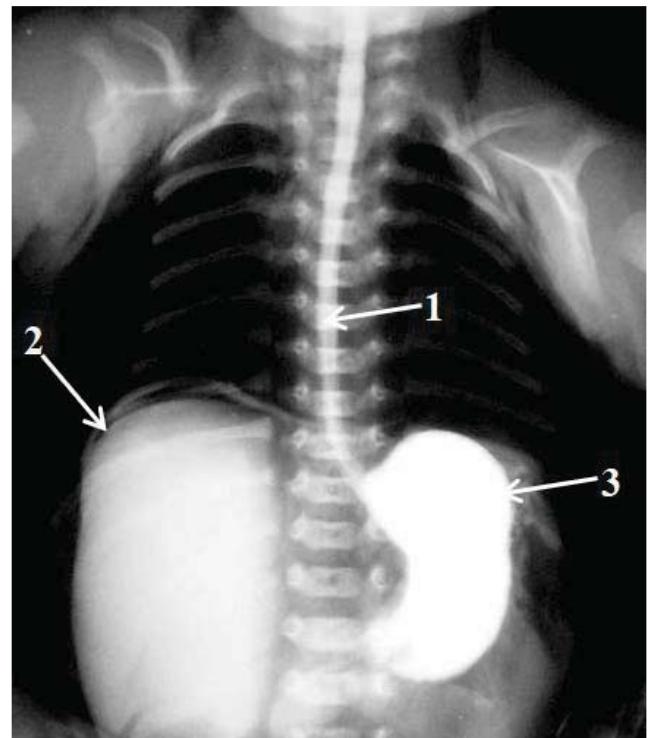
Фоторентгенограма плода 360,0 мм тім'яно-куприкової довжини. Передня проекція: 1 – стравохід; 2 – печінка; 3 – шлунок
